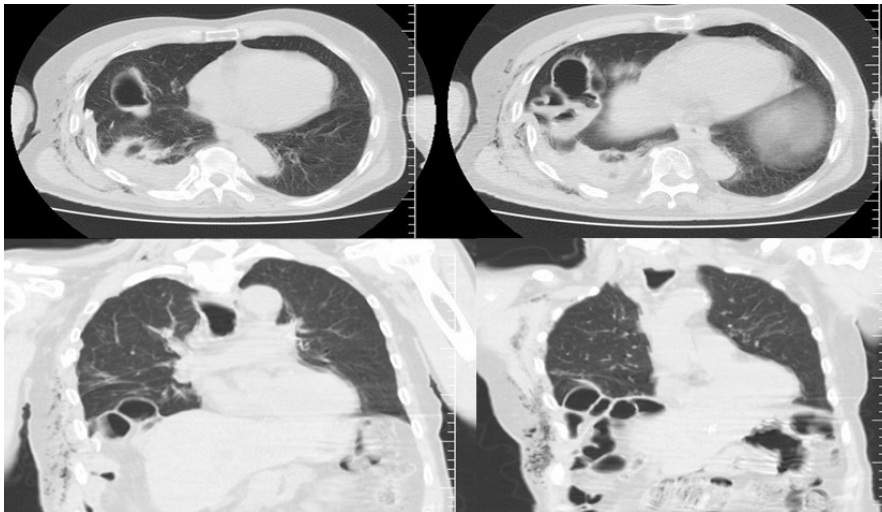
Thoracic CT showing right diaphragmatic rupture and bowel herniation.
